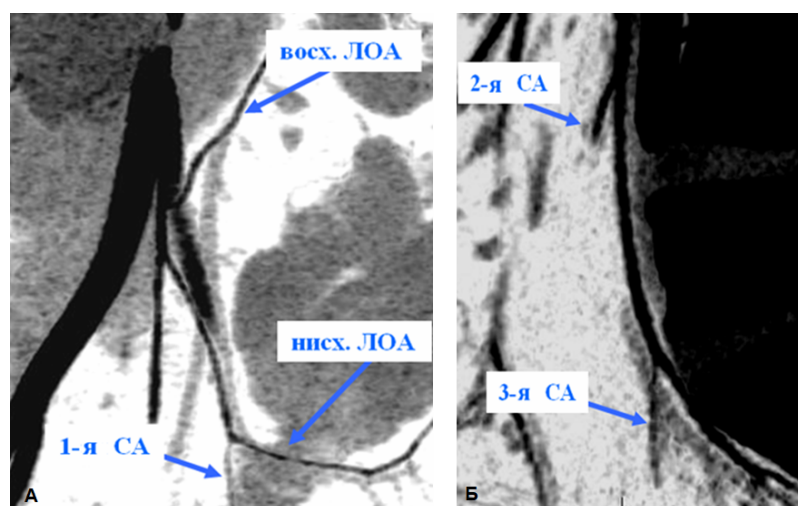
Смешанный тип ветвления нижней брыжеечной артерии. А – фронтальная плоскость, Б – сагиттальная плоскость (тот же случай). Обозначения: восх. ЛОА – восходящая левая ободочная артерия; нисх. ЛОА – нисходящая левая ободочная артерия; СА – сигмовидная артерия. МСКТ, negMIP.
